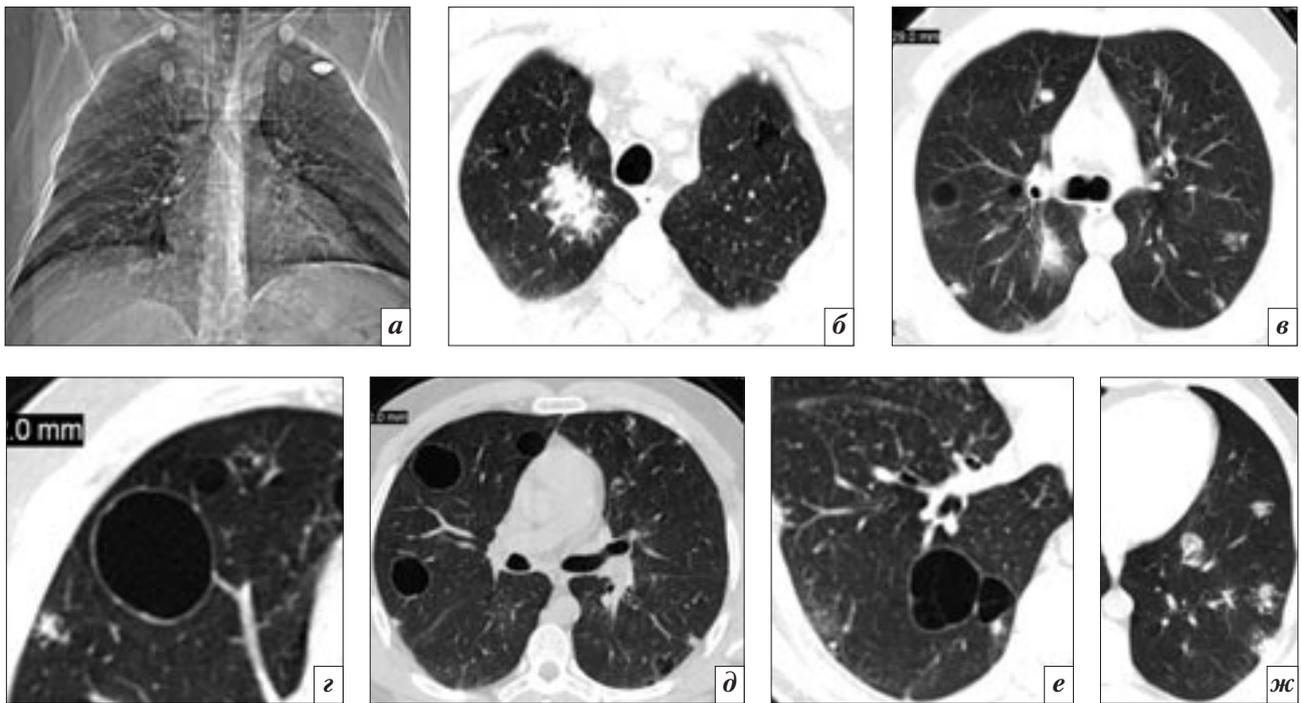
Компьютерные томограммы (а–ж) больного К., 45 лет. Пояснения в тексте.
